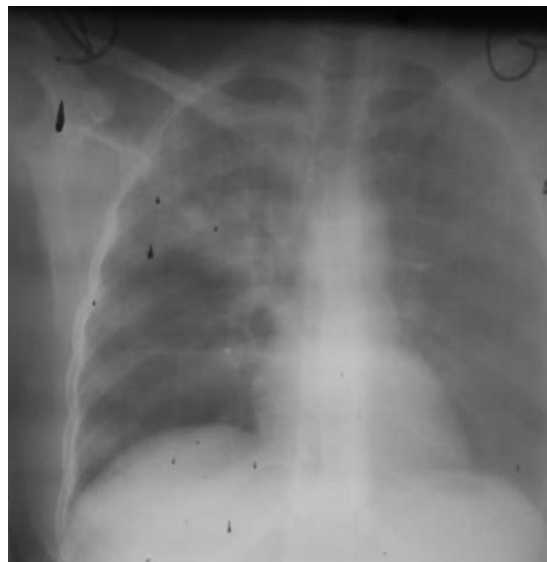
Radiographie thoracique de face à J50
